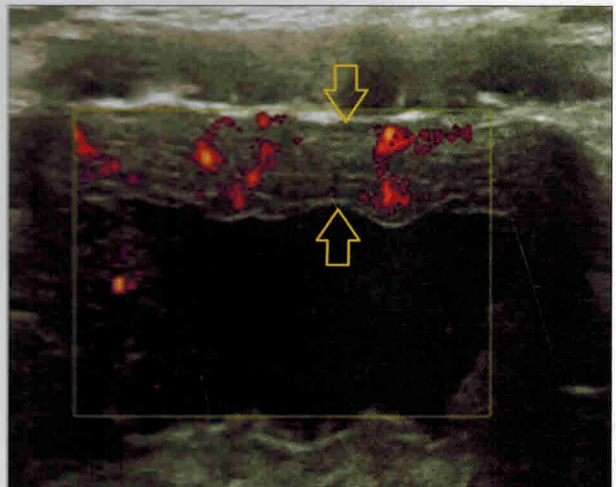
УЗИ воспалительных изменений стенок мочевого пузыря. Визуализируется равномерное значительное утолщение стенки мочевого пузыря (ограничено стрелками), в которой при ЭДК определяются признаки повышения васкуляризации. Содержимое мочевого пузыря неоднородное
